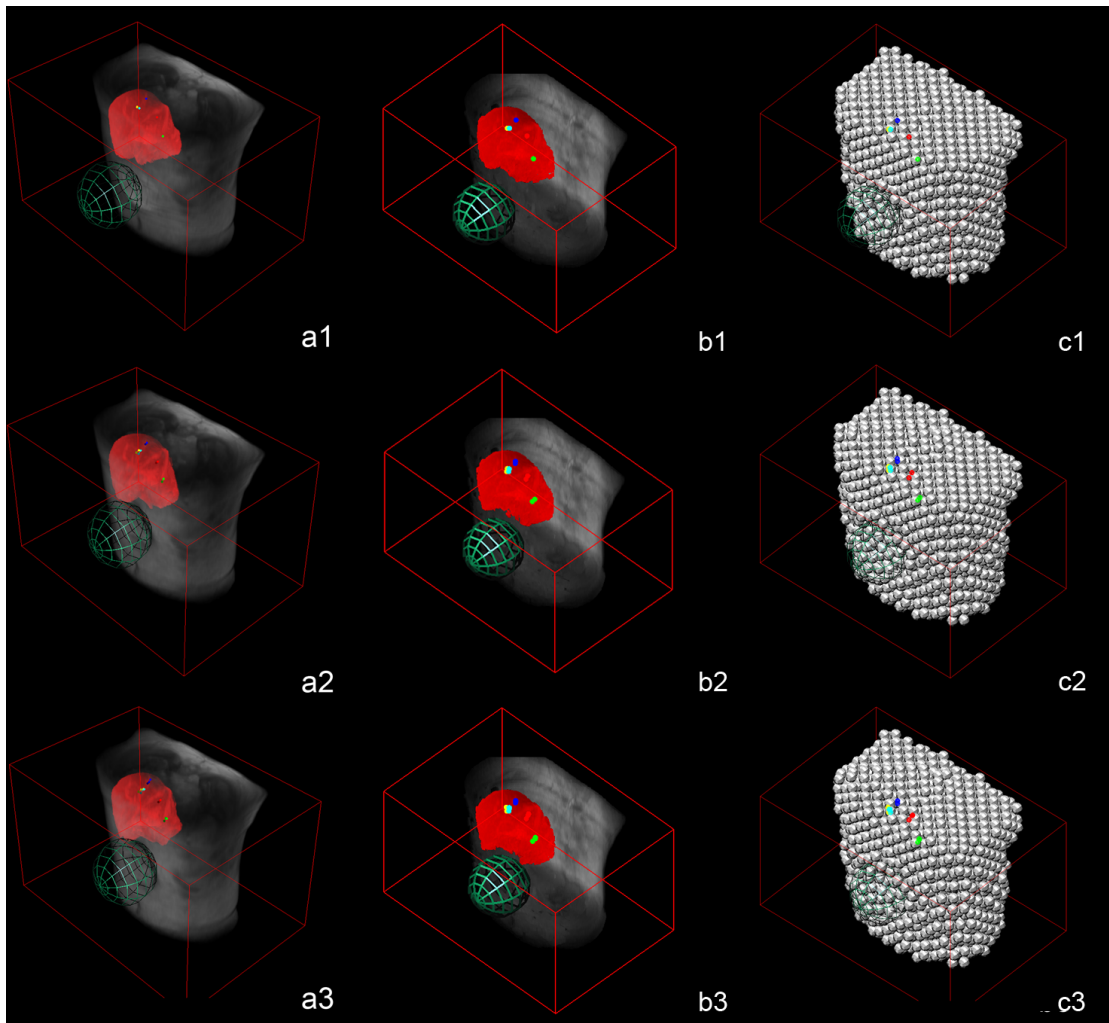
MRI 撮像による生体臓器変形とモデル変形との比較結果 . a には実際の生体臓器の変形の様子 , b には臓器モデルによる変形の様子 , さらに c には内部充填球の変形時の様子をそれぞれ示している .
